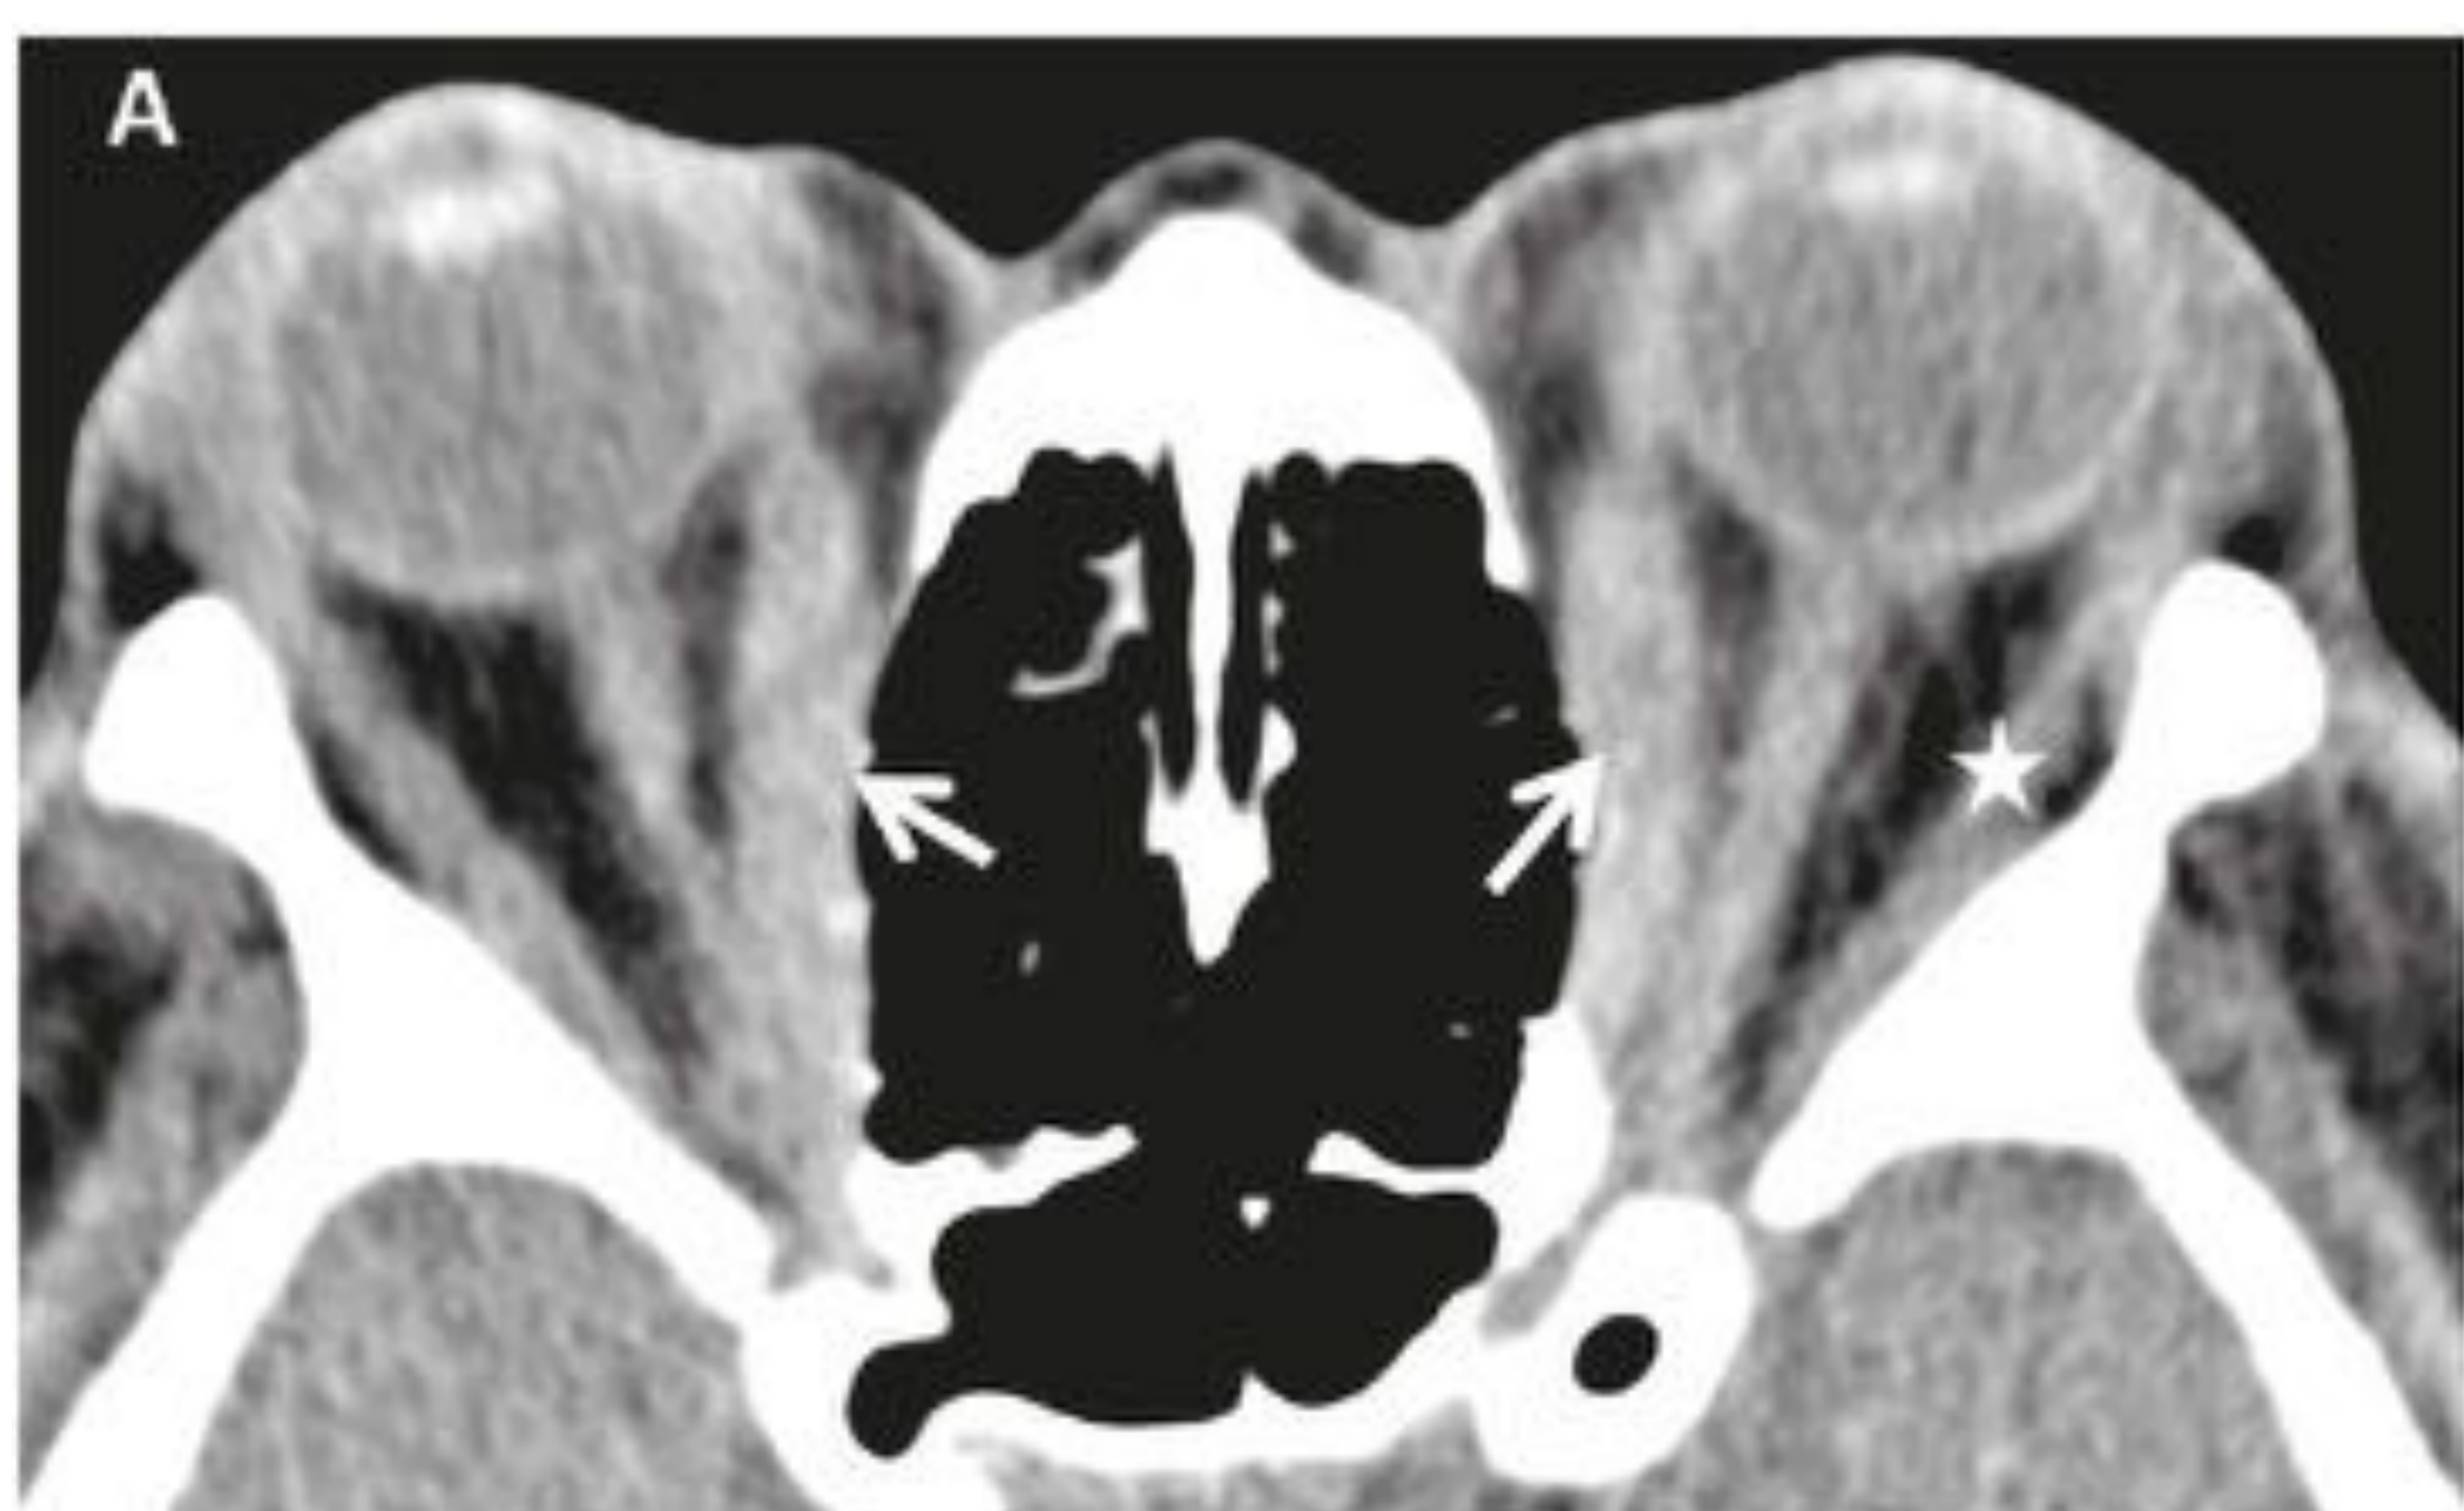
TC axial (A) y coronal (B) de órbita sin contraste de un paciente con orbitopatía tiroidea (OT). Engrosamiento bilateral y simétrico de la musculatura extrínseca ocular con afectación principalmente de los rectos medial e inferior y, en menor medida, del recto superior (flechas). Los músculos engrosados muestran un aspecto fusiforme estando respetado el tendón, hallazgo característico de la OT. El músculo recto externo se encuentra respetado (asterisco).
